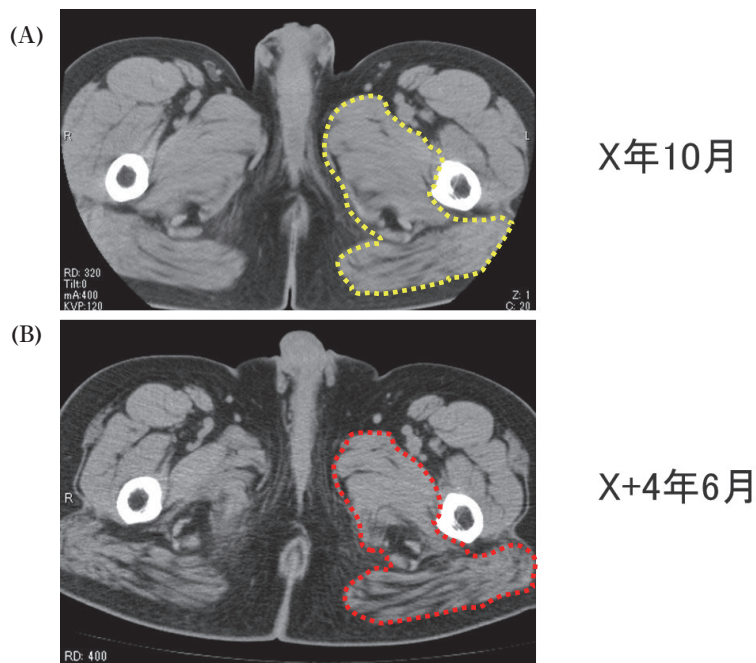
初診時 (A) と両下肢麻痺発症時 (B) の下肢内転筋群 CT 画像
